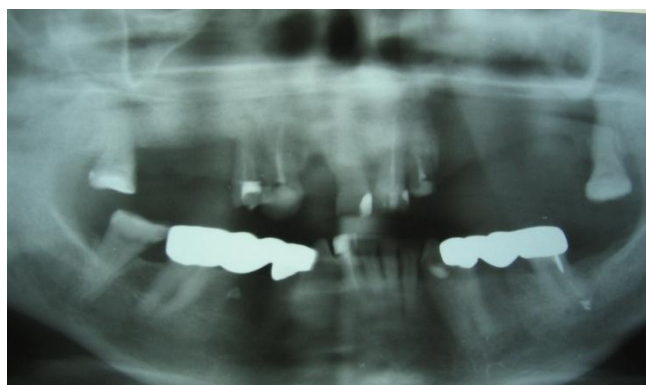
Ортопантомограмма больной М.
